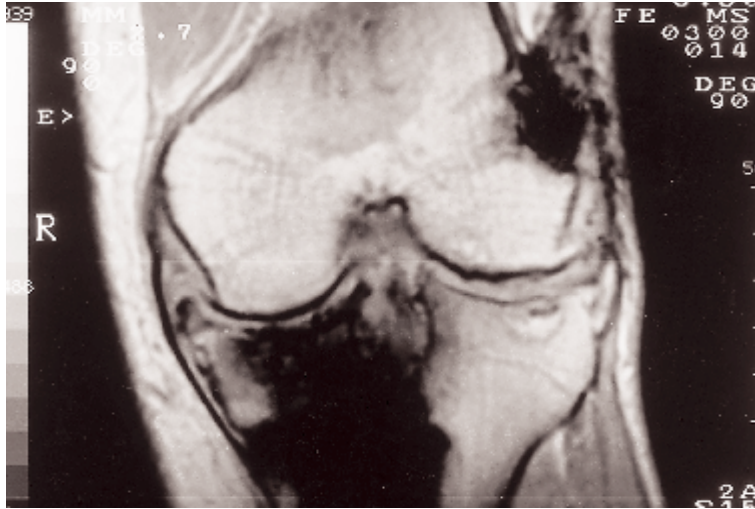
RM (Corte coronal; T-2). Alteración de la señal en todo el platillo tibial interno.
